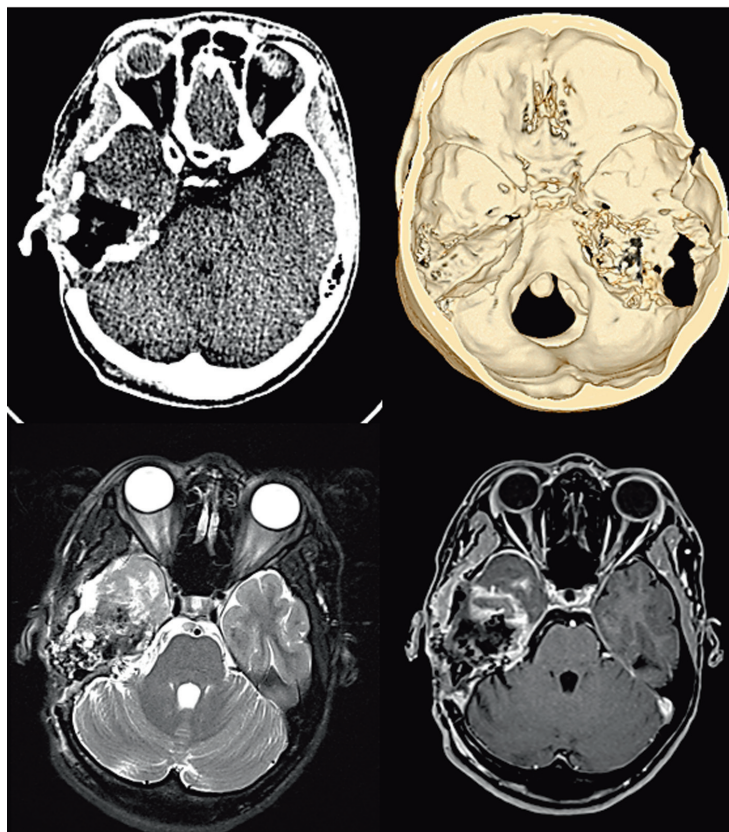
Послеоперационное исследование: КТ и 3D-реконструкция показывают фактически полную резекцию пирамиды височной кости справа (верхний ряд); МРТ (T2+T1 с контрастом) демонстрирует резекцию опухоли и отсутствие накопления контрастного препарата (нижний ряд). Данных об остаточной опухоли в рамках проведенного исследования не получено
